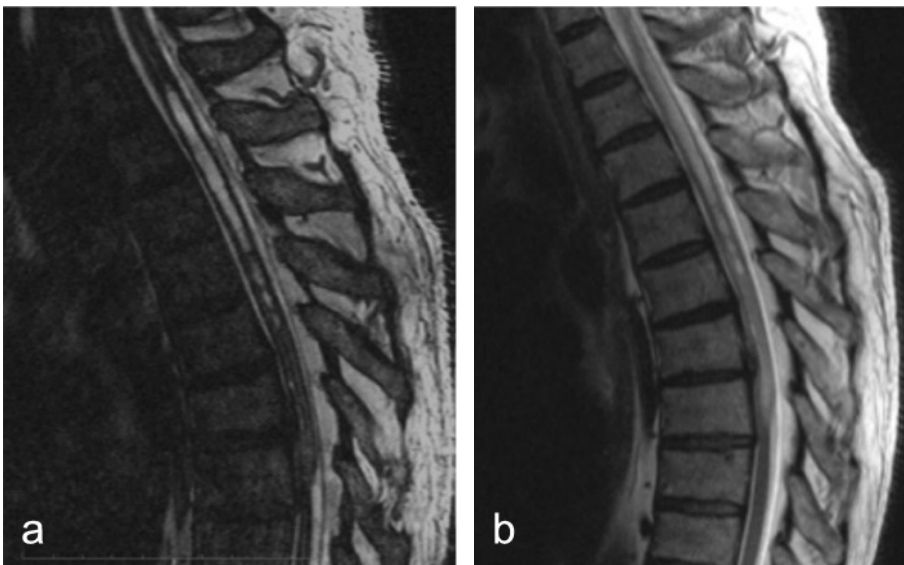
a-b Sagittale MRT-Aufnahmen der Syringomyelie: a CISS-MRT, b T2-gewichtet
